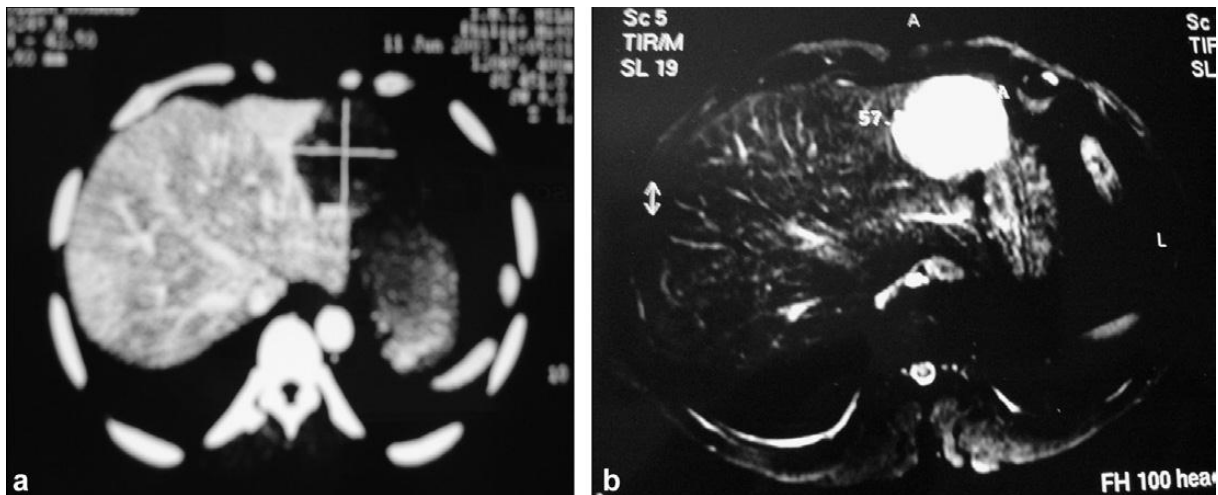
IRM avant traitement.
